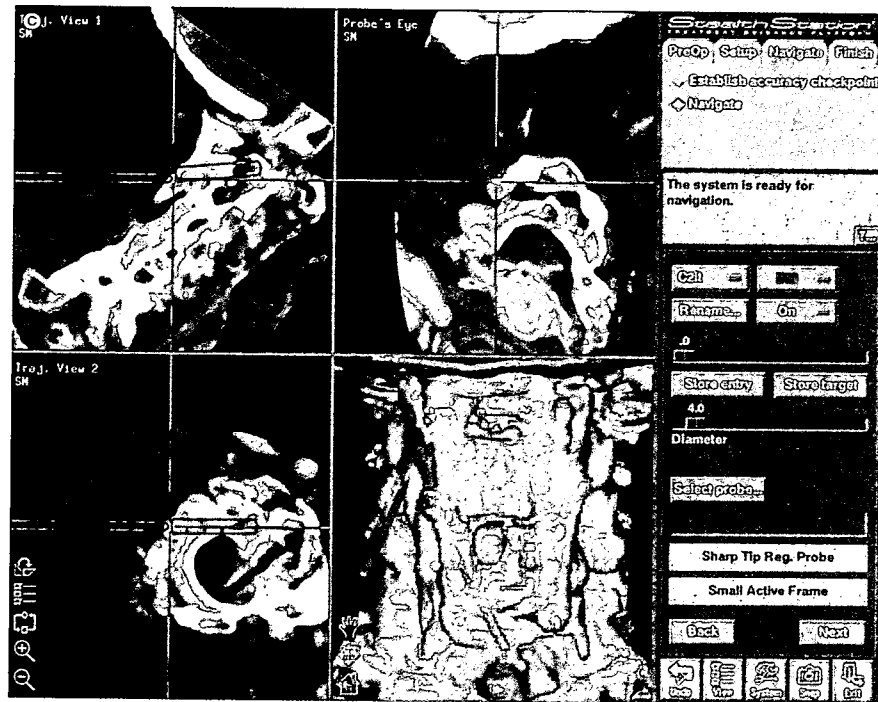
造影CTから再構成した術前画像とスクリュー挿入予定経路
